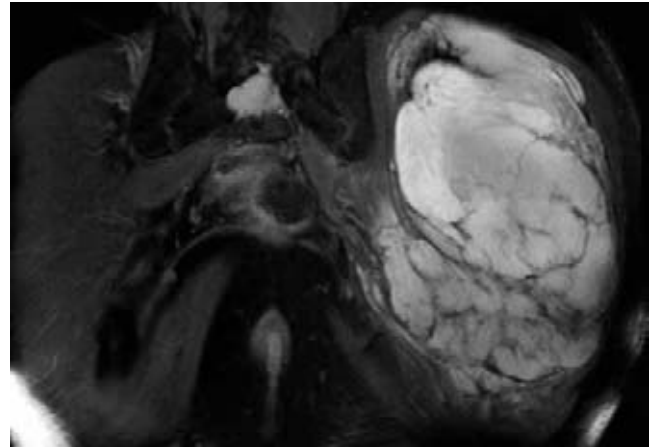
RM de pelvis. Secuencia Fat Sat. Coronal: Muestra el carácter expansivo de la lesión. Se sigue apreciando hiperintenso en esta secuencia eliminando la posibilidad de componente graso.
